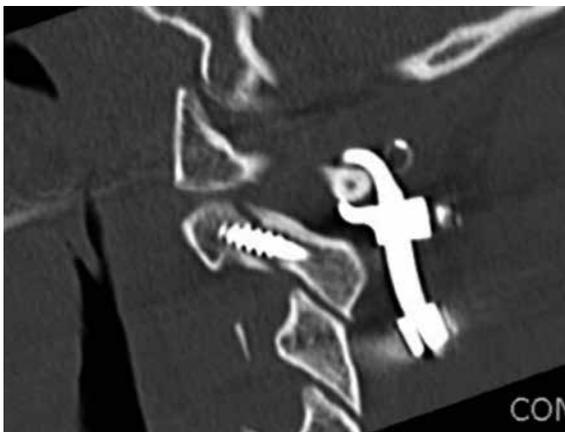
sagittale CT-Rekonstruktion, Verschraubung der Bogenfraktur C2, dorsale Instrumentierung C1 auf C3 mit Atlashaken-Schrauben-Stabsystem.
